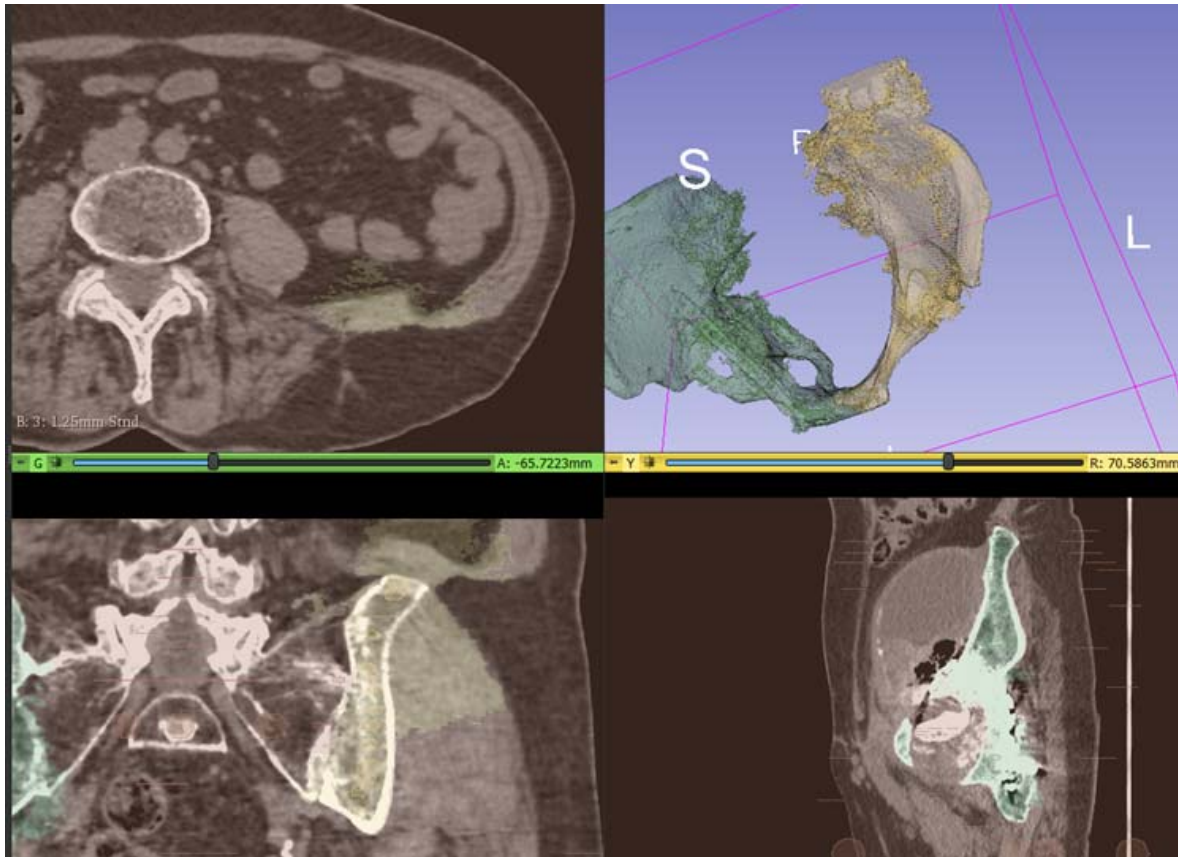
Reconstrucția tridimensională a bazinului pe baza imaginilor CT
